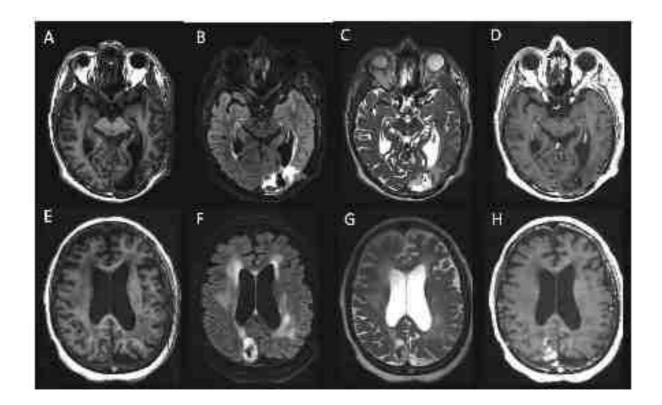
Evaluation IRM pour le diagnostic différentiel de récidive *versus* radionécrose, coupes axiales T1 (A et E), T2 FLAIR (B et F), T2 (C et G), T1 avec gadolinium (D et H).
